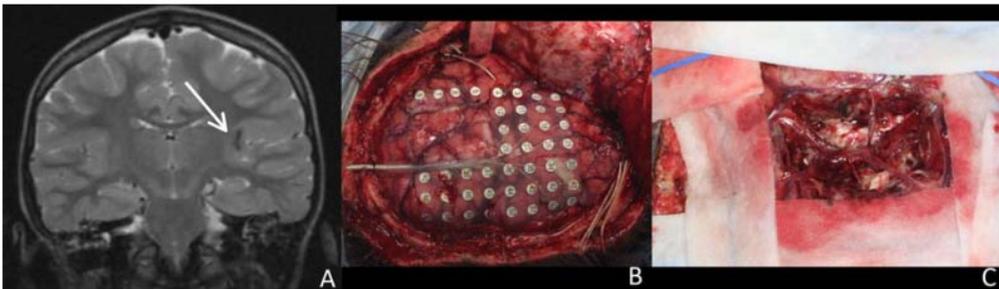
Exemple d'une Dysplasie corticale focale insulaire postérieure gauche avec calcification étendue. (A) IRM T2 coronale montrant la lésion (flèche). (B) Électrodes corticales sous-durales et profondes, avec zone sûre pour la résection après cartographie. (C) Aspect après résection du cortex impliqué et de la lésion. *Epilepsia ILAE*(57)
